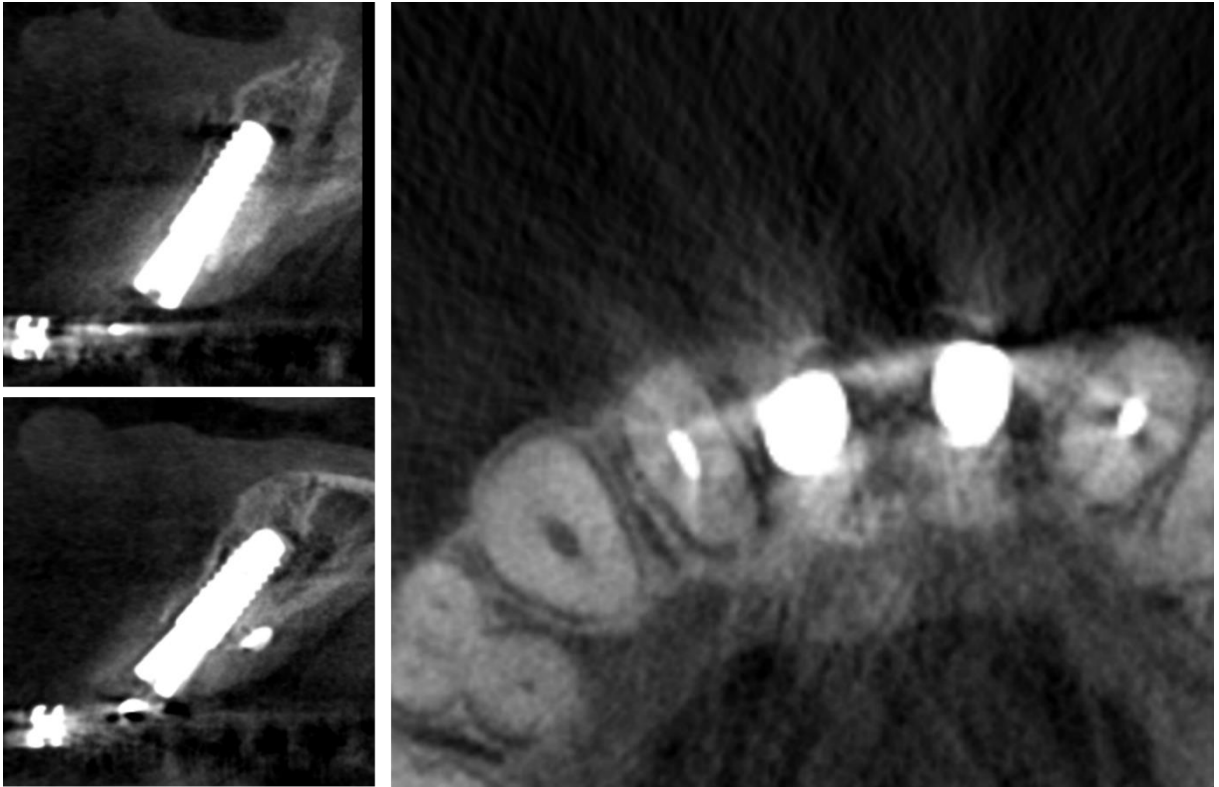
Tomografia pós instalação de implantes
